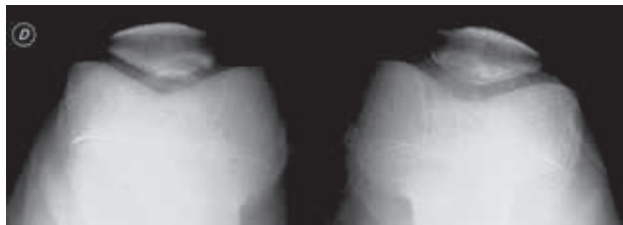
Radiografías comparativas
